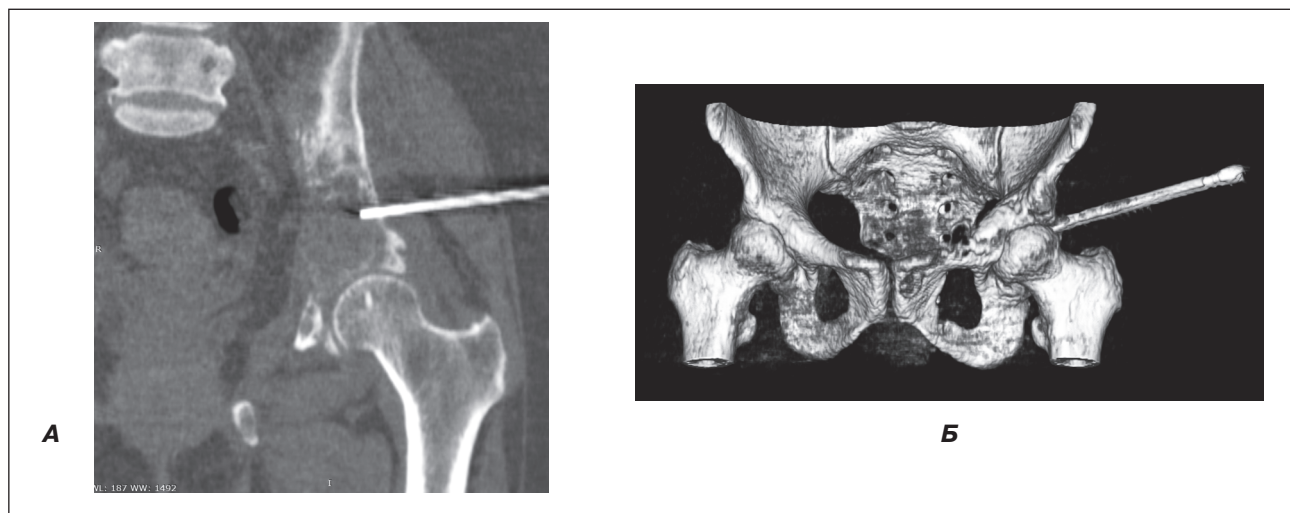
СКТ-зображення під час виконання пункційної біопсії новоутворення тіла лівої здухвинної кістки: А — режим; Б — 3D-реконструкція
